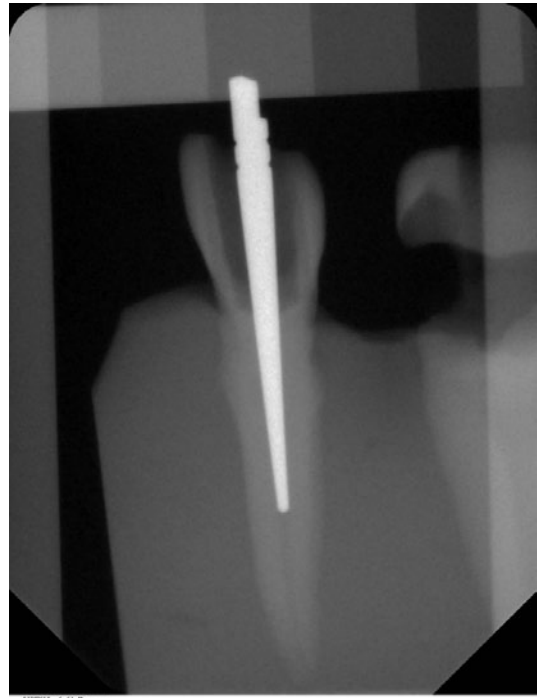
Kalibriertes Bild des digitalen Röntgensystems Sidexis
